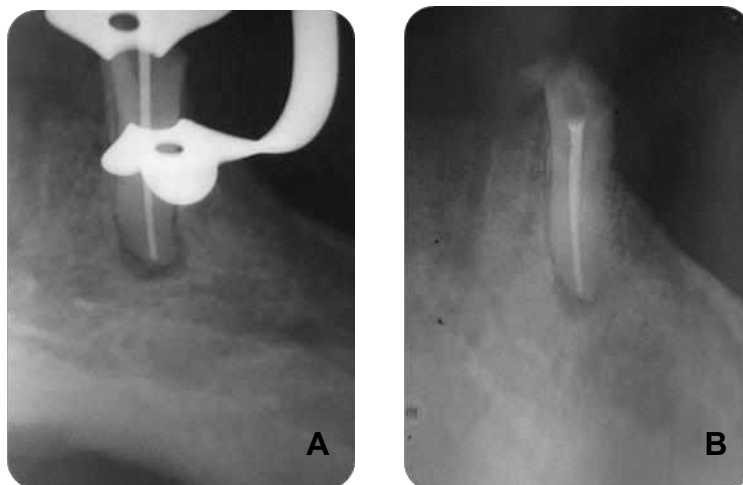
A) Radiografia da prova do cone; B) Radiografia final.
